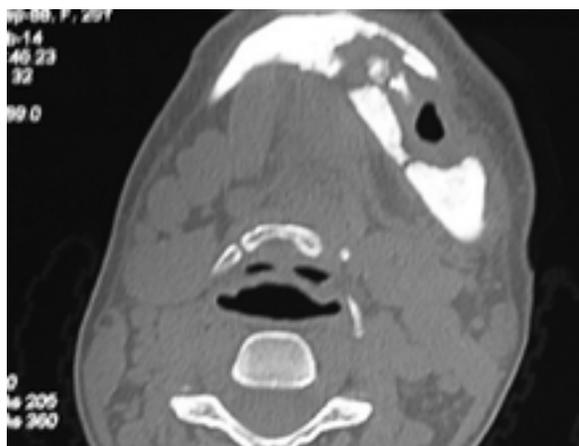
КТ пациента с диагнозом остеонекроз нижней челюсти на фоне наркотической зависимости (горизонтальный срез).
